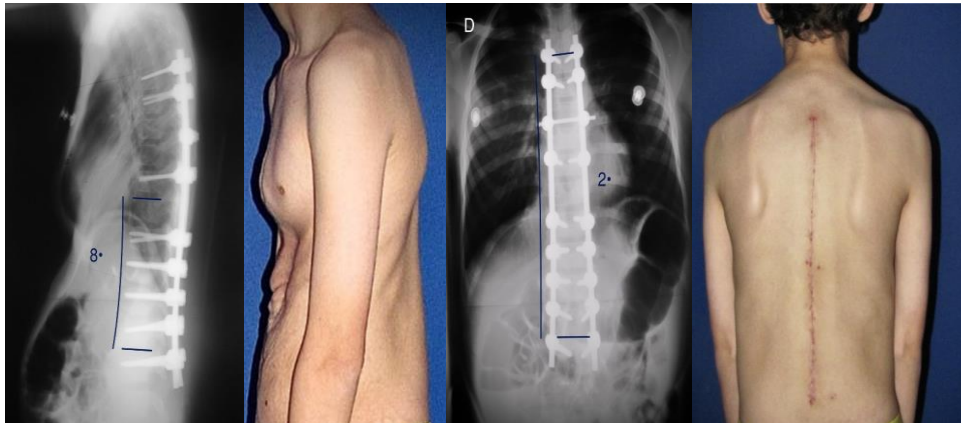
radiografías post operatorias (7mo día), muestran reducción de cifosis toracolumbar a 8° y escoliosis toracolumbar a 2°. Herida operatoria de evolución favorable, con mejoría de postura en bipedestación y alineación de hombros.
